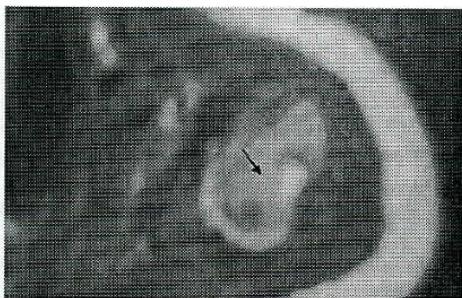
Ressonância Magnética Nuclear do Ombro Esquerdo – Ponderação T2 (Caso 5): Ampliação da imagem anterior
